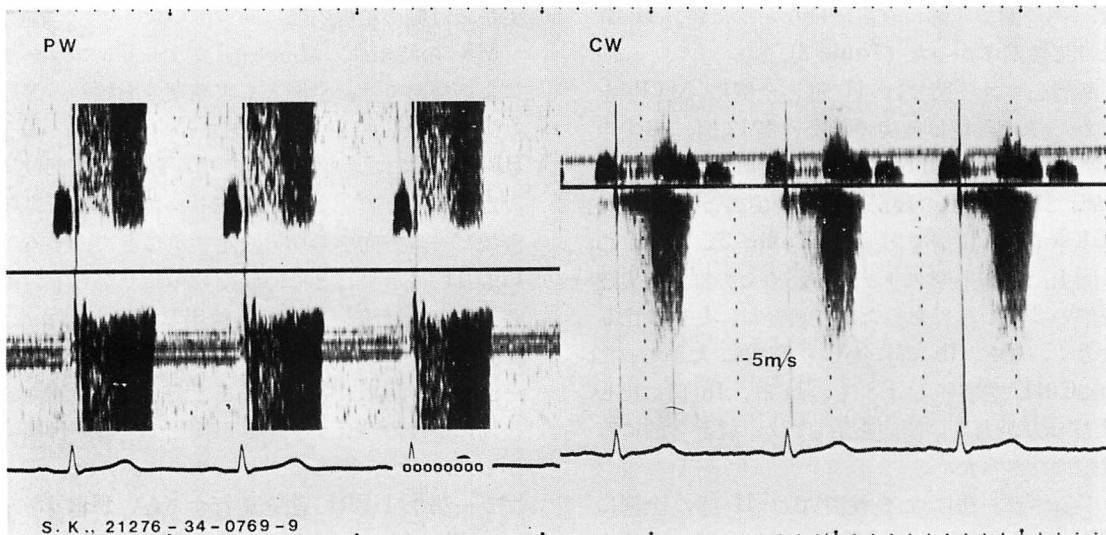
Pulsed (left) and continuous wave (right) Doppler echocardiograms of a patient having a pansystolic murmur with late systolic accentuation.
